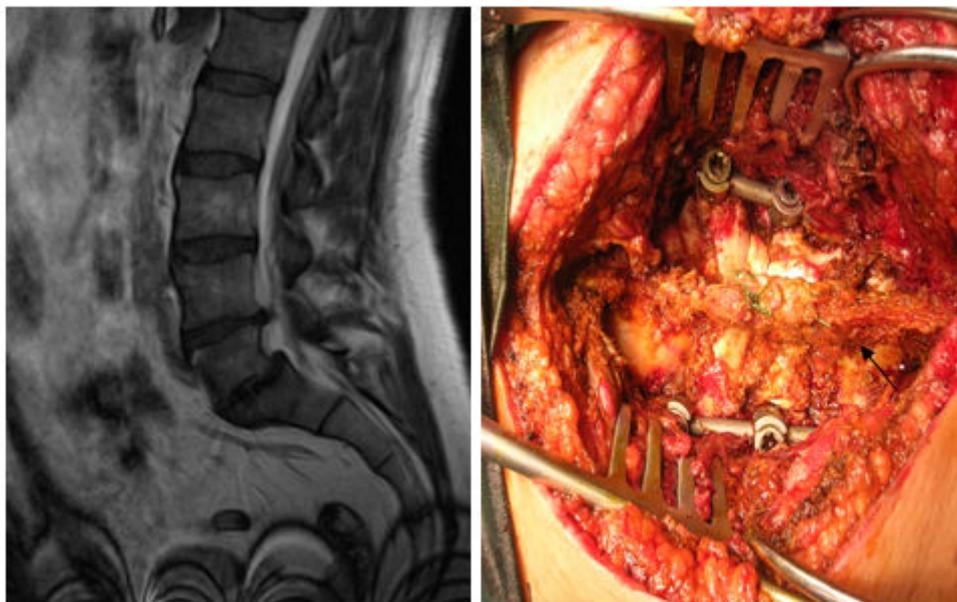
Paciente con espondilolistesis de grado I L5-S1 sintomática y hernia discal L4-L5. A) Imagen de la RMN preoperatoria. B) Aspecto al final de la cirugía con instrumentación transpedicular en L5-S1 y ligamentoplastia con corion en L4-L5 (flecha) una vez realizada la discoidectomía para proteger este espacio conservando su movilidad.
